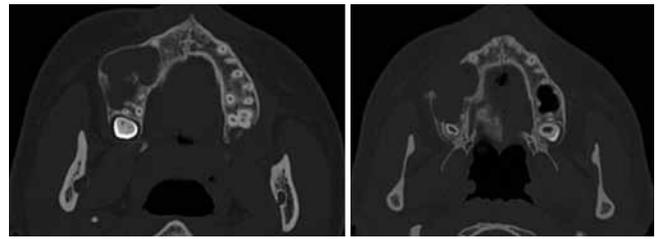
TC de control post-operatorio inmediato.
